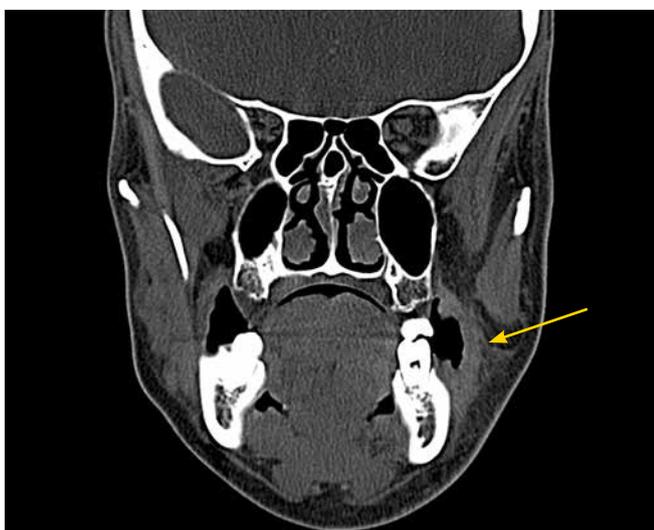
Компьютерная томография челюстно-лицевой области с внутривенным контрастированием, коронарная проекция. Отмечаются участки патологического накопления контраста в области мягких тканей щеки, верхней и нижней челюстей и утолщение тканей (указано стрелкой)
